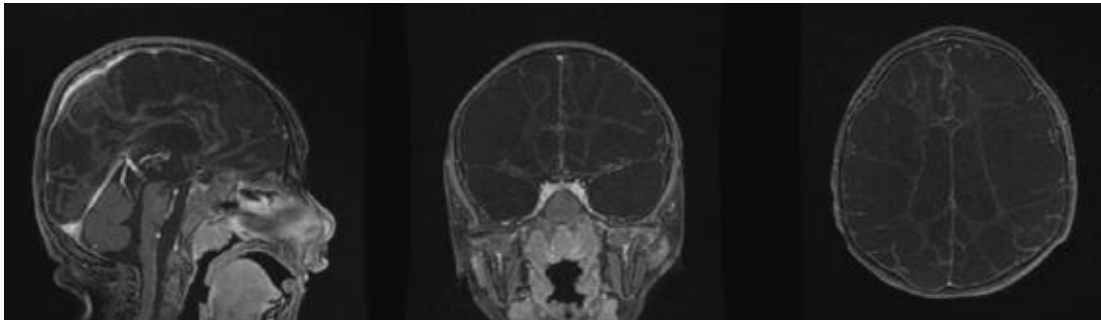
Imagem de exame de RM de paciente do Grupo RDS evidenciando a múltipla presença de cistos encefálicos, tendo sido excluído da análise morfométrica
